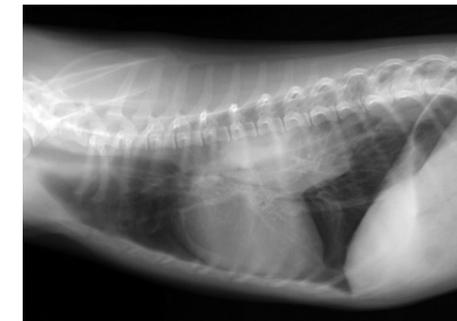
2 初診時胸部X線検査所見 (DV像) (ラテラル像)
